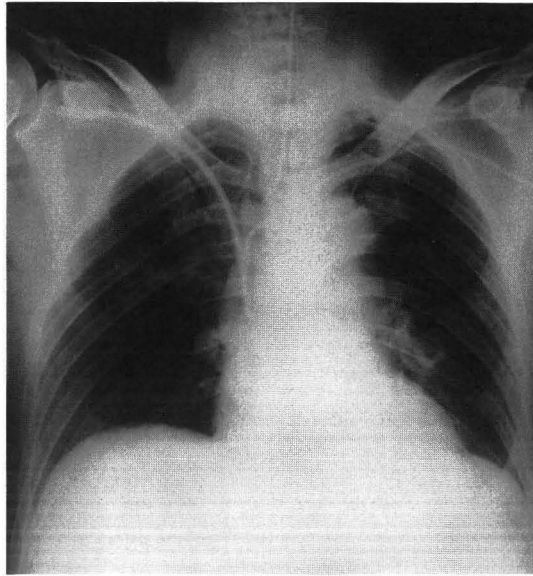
ICU 入室時の胸部X線写真 (症例 2)
